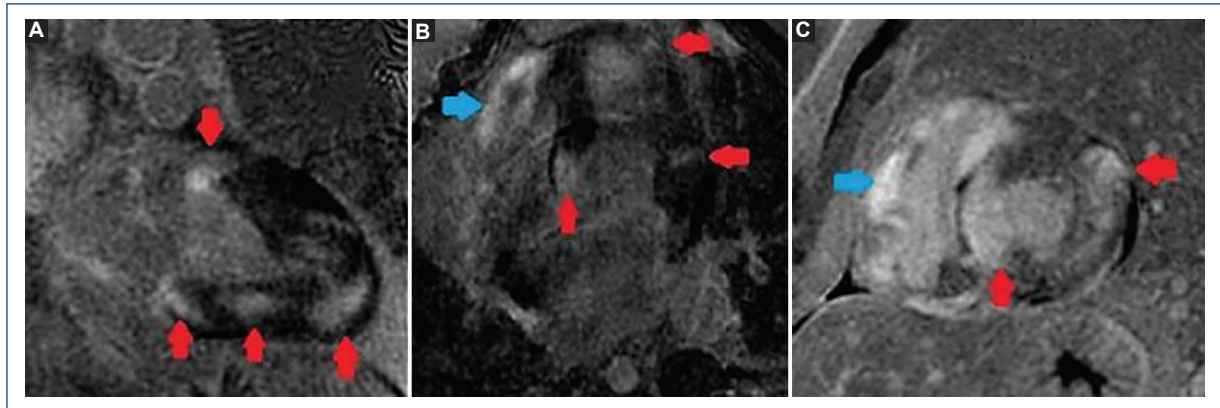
Resonancia magnética cardíaca. En A, B y C se muestran las secuencias de realce tardío con gadolinio en dos cámaras, cuatro cámaras y eje corto, respectivamente. Se evidencian nódulos parcheados de captación de gadolinio intramiocárdico y subepicárdico en el ventrículo izquierdo (flechas rojas) y en el ventrículo derecho (flechas azules).
